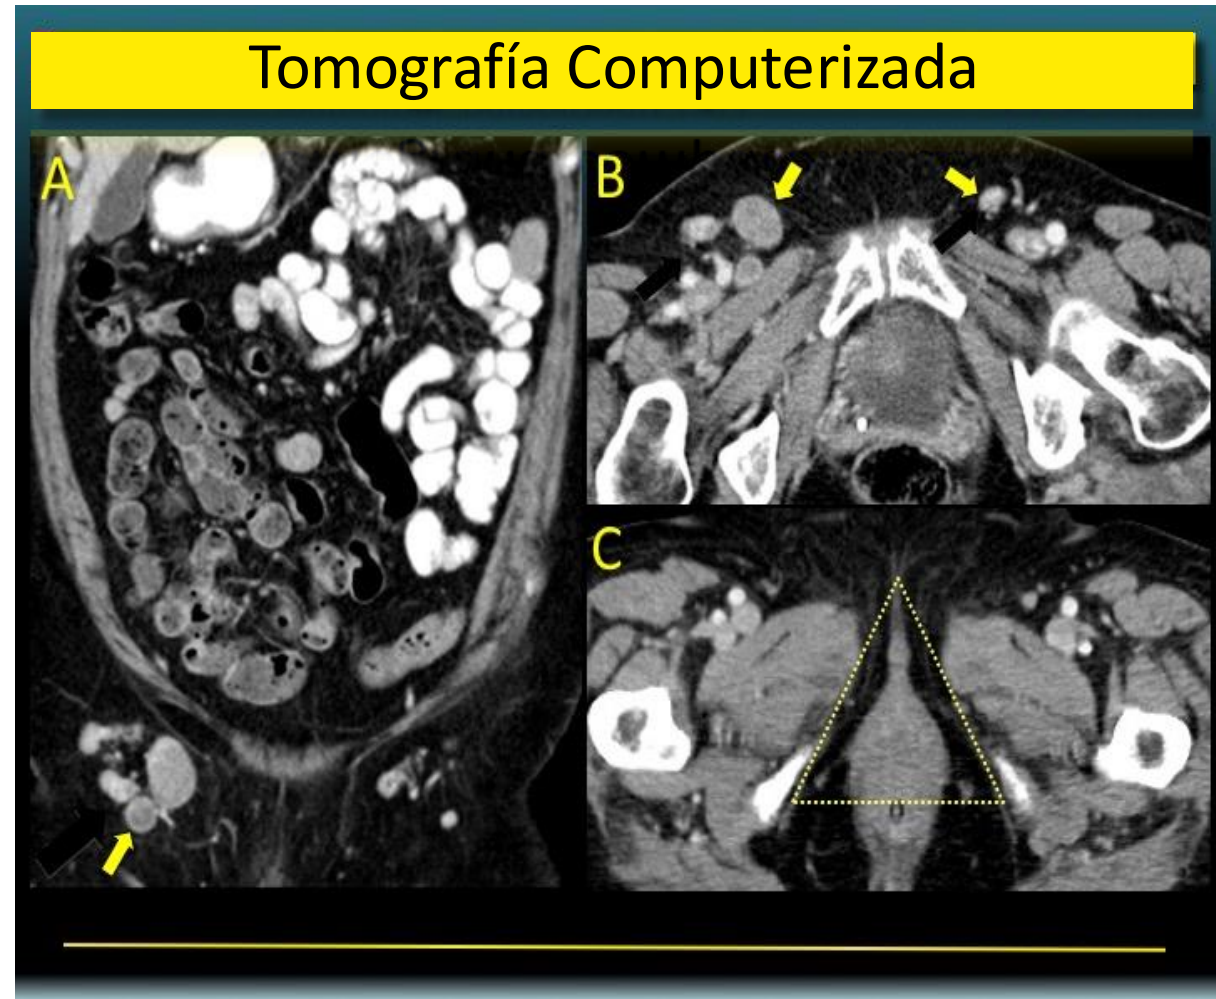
A: TC coronal con contraste de una paciente mujer de 61 años con cáncer vulvar que muestra aumento de tamaño de los ganglios linfáticos inguinales superficiales derechos, siendo el mayor de 18 mm de diámetro en eje corto. Un hallazgo indicativo de metástasis regional. B: TC axial con contraste de una mujer de 73 años con cáncer vulvar que muestra aumento de tamaño bilateral de los ganglios linfáticos inguinales. C: TC axial. En los estudios de TC, la vulva es una estructura triangular de tejidos blandos, y la definición anatómica es limitada incluso con el uso de contraste IV (triángulo discontinuo).
